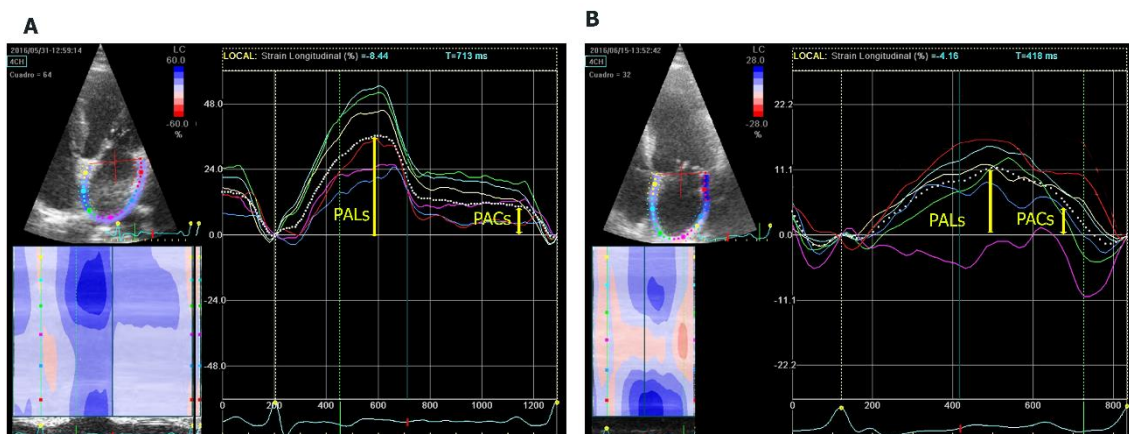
Análisis de deformación miocárdica auricular por ecocardiograma 2D con speckle tracking. A: plano apical 4-cámaras con *strain* longitudinal atrial normal en paciente sin documentación de FA y B: *strain* longitudinal atrial reducido en paciente con detección de FA.
